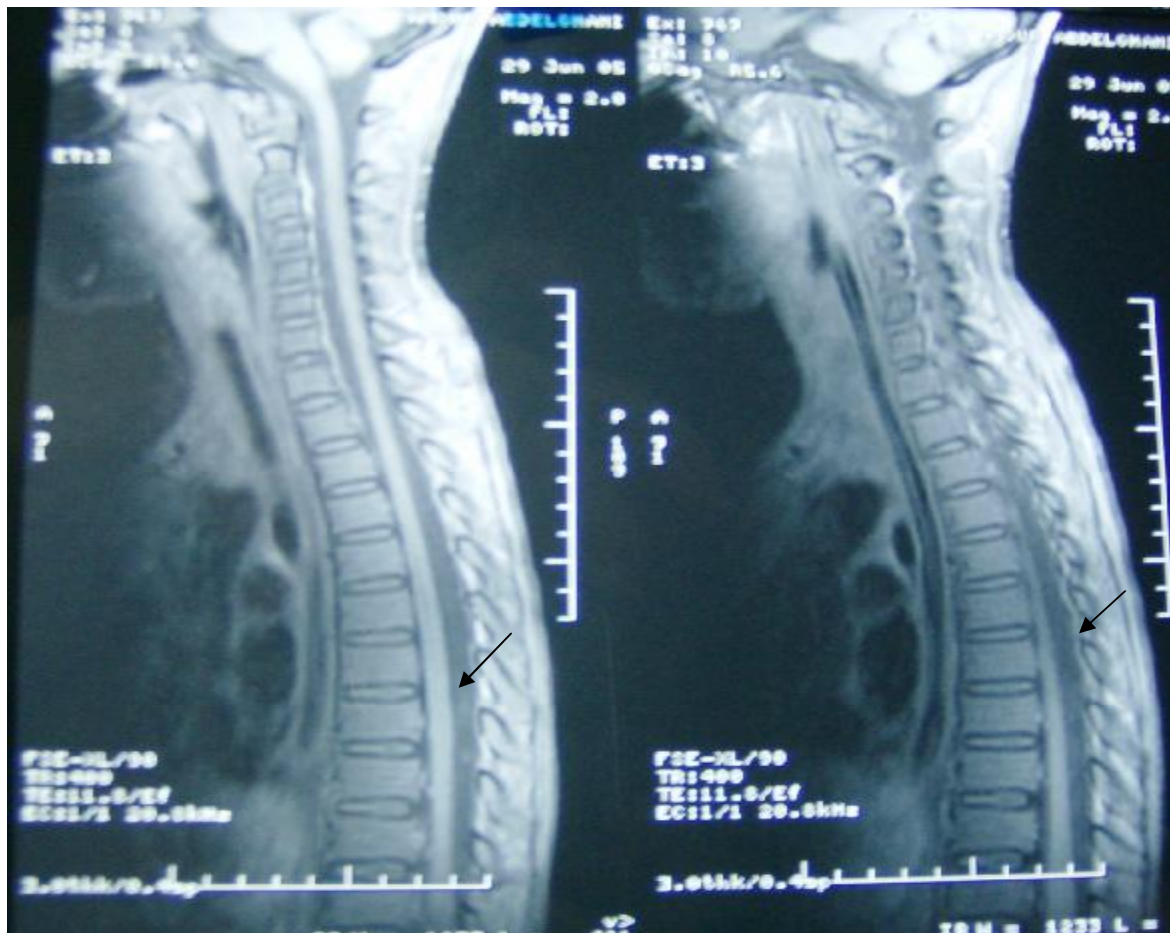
IRM médullaire objectivant la présence en regard des vertèbres dorsales D5, D6, et D7 d'une fine cavité intramédullaire syringomyélique.
